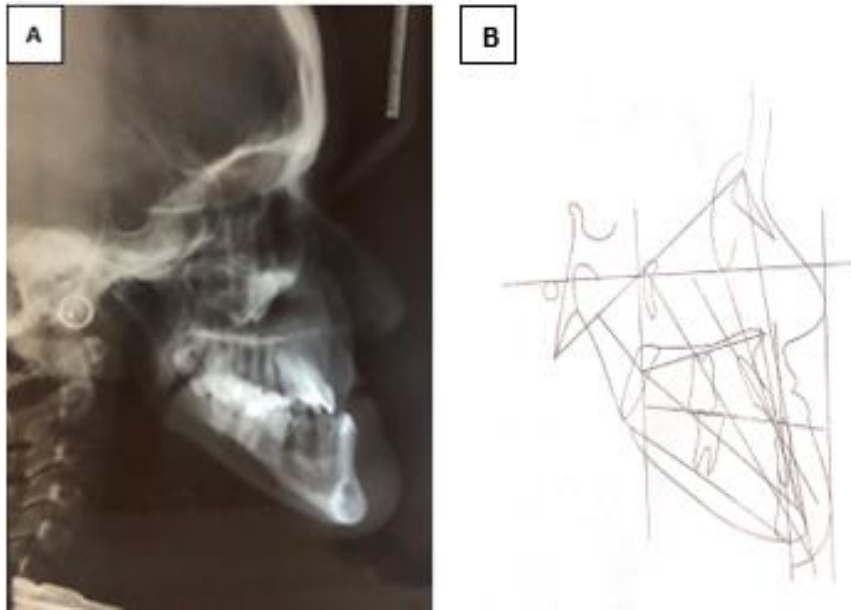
A-Telerradiografia de perfil inicial. B- Traçados anatômicos iniciais.
